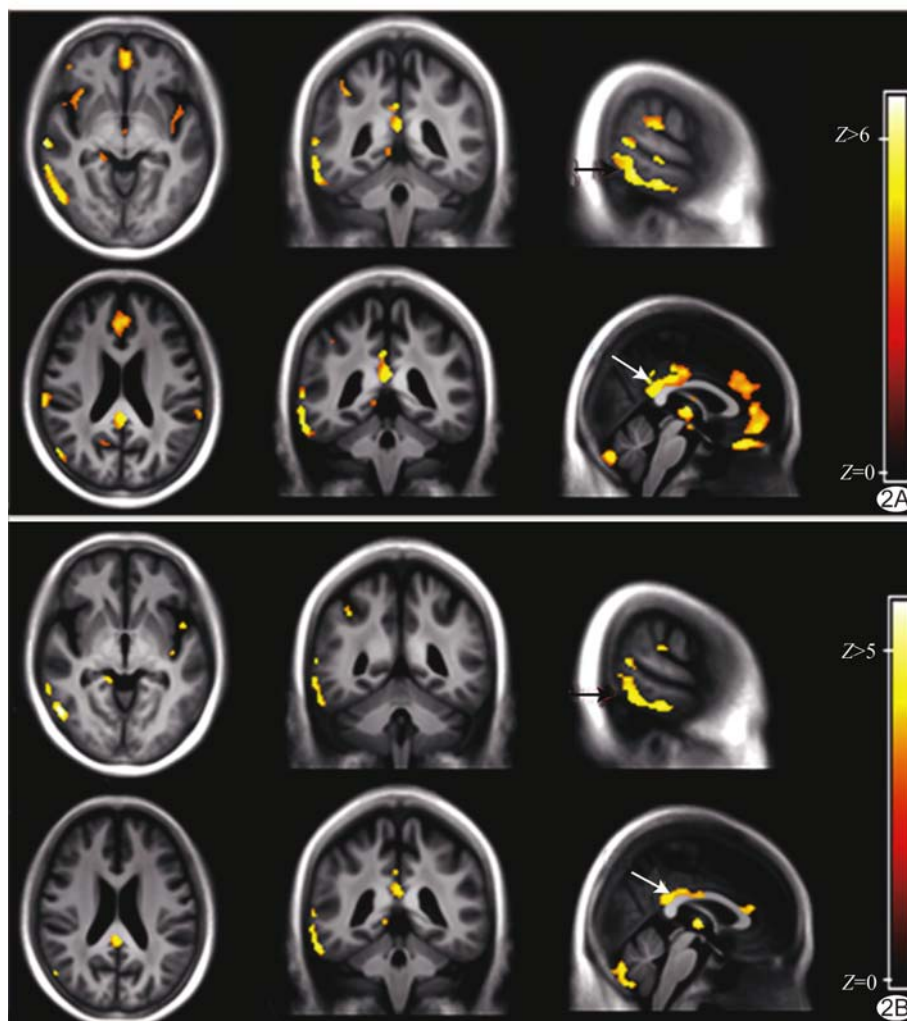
与对照组比较, AD 患者 ^{18}F -FDG 和 ^{11}C -pIB 有差异的脑区 A. ^{18}F -FDG 低代谢脑区; B. ^{11}C -pIB 低灌注脑区 两者空间重叠的脑区包括右侧颞上回(黑箭)和后扣带回(白箭)
